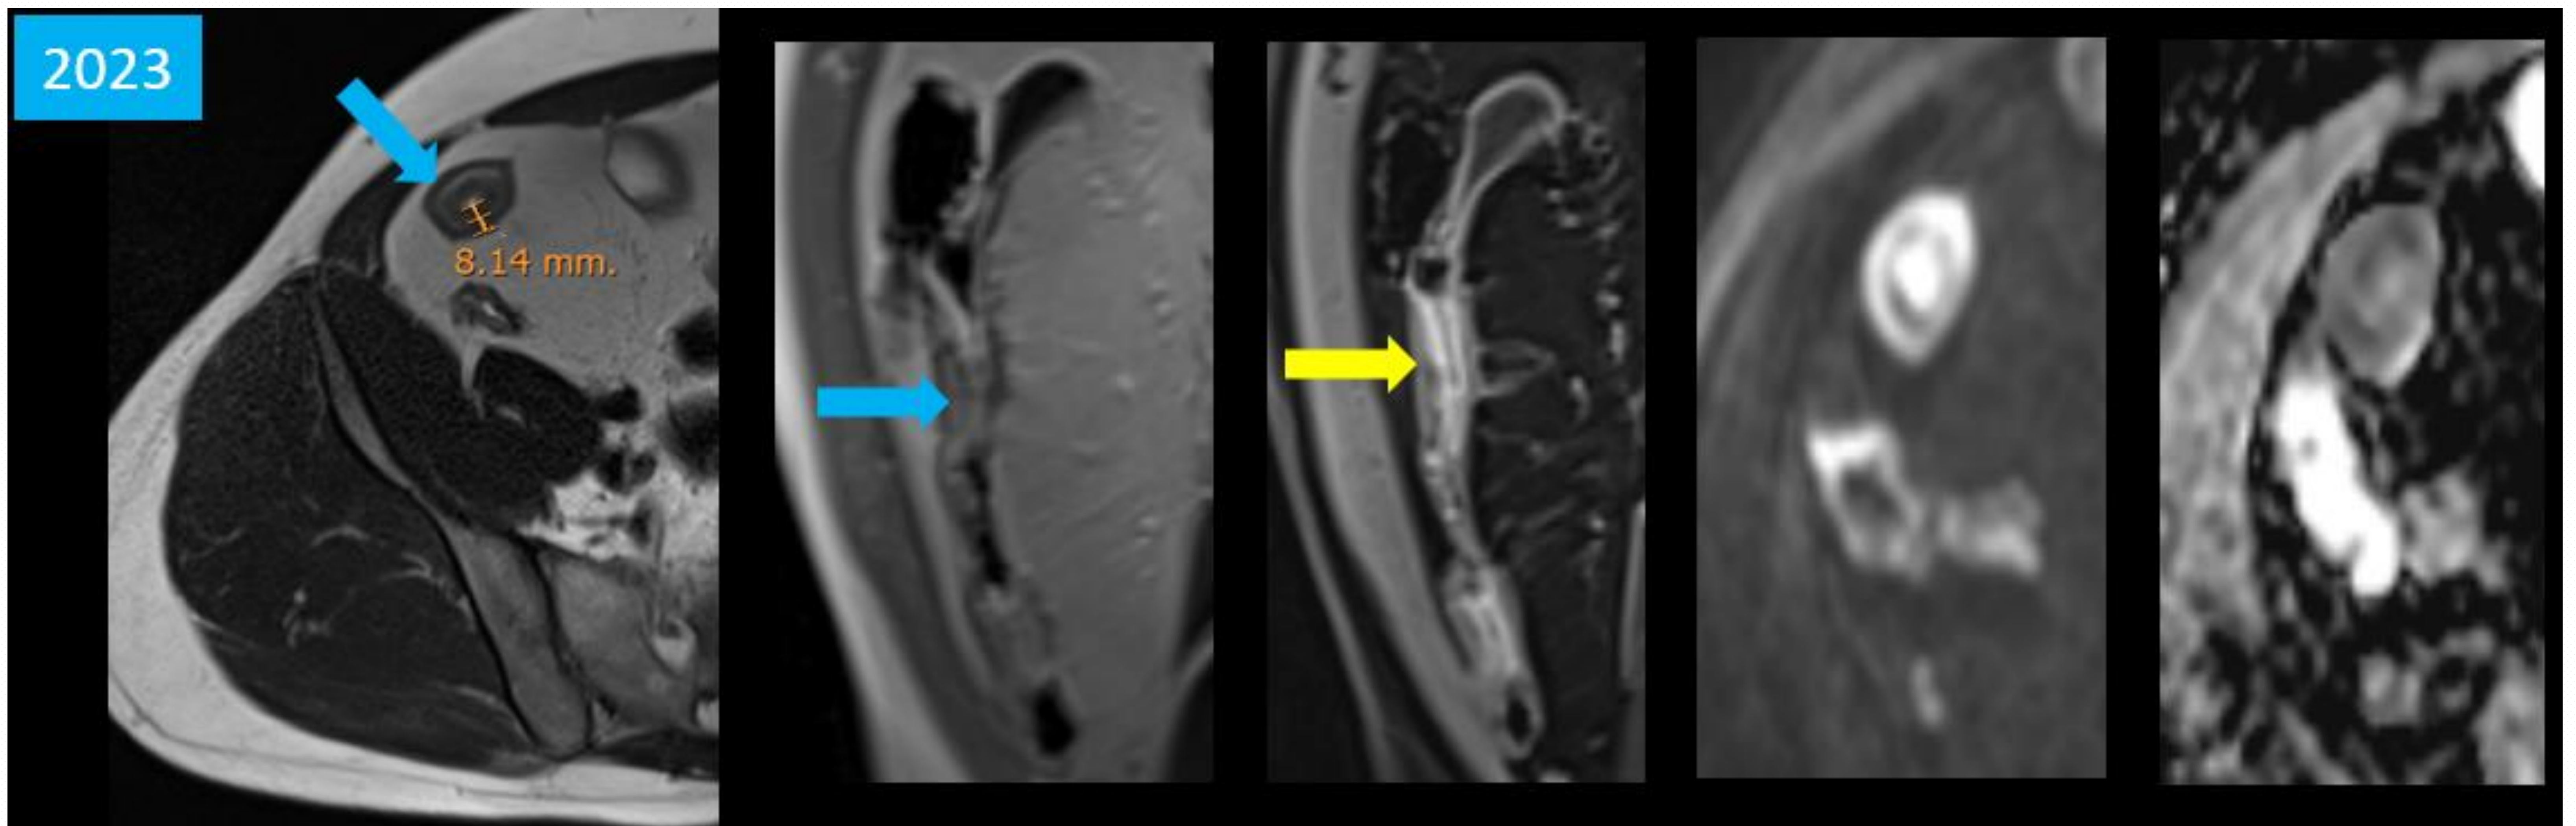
Imágenes axiales y coronales T2, coronal T1 dinámica, DWI y mapa ADC, que muestran engrosamiento y edema moderados de la pared intestinal (flechas azules), así como realce de la mucosa (flechas amarillas) y restricción a la difusión. Asocia leve trabeculación de la grasa.
